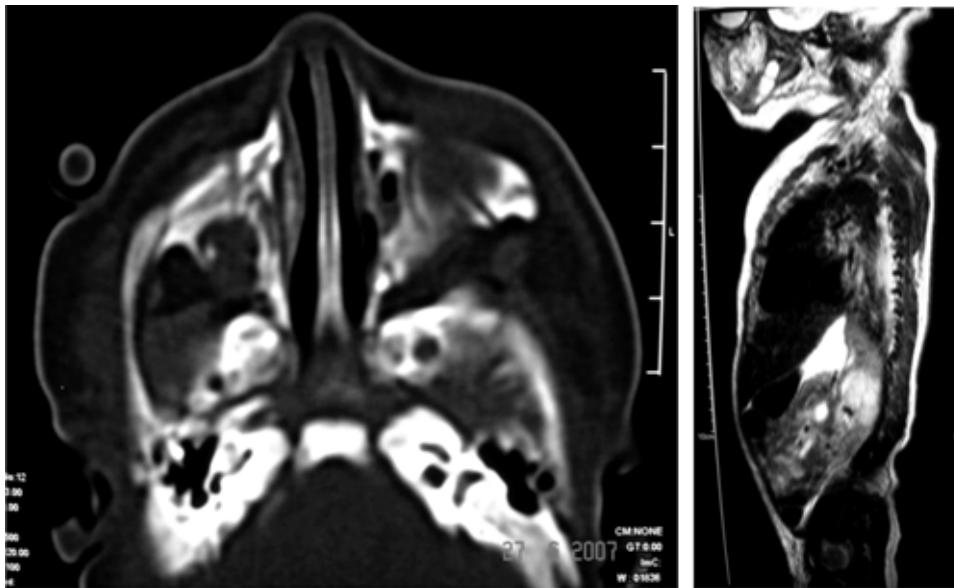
Izquierda: Tomografía axial computada de cráneo donde se corrobora el paladar duro hendido. Derecha: Resonancia magnética nuclear en donde se aprecia una imagen que corresponde a un lipoma a nivel de L5.
